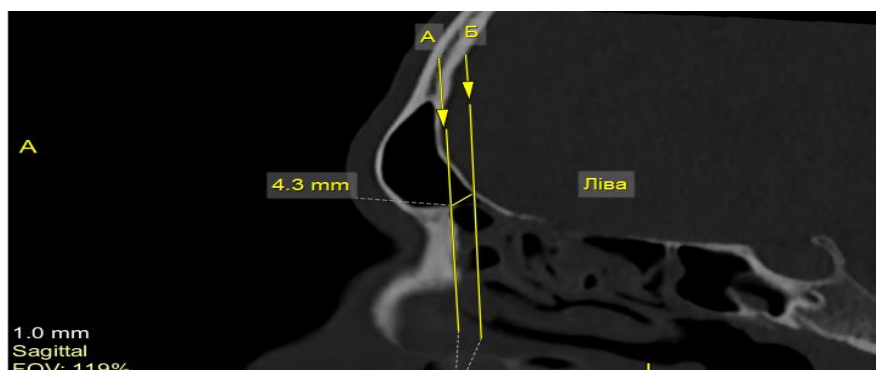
Позитивна оцінка ОНЛС з вузьким ДНЛС в сагітальній проекції КТ зображення. Комп'ютерна томограма приносової ділянки чоловіка 34 років.
